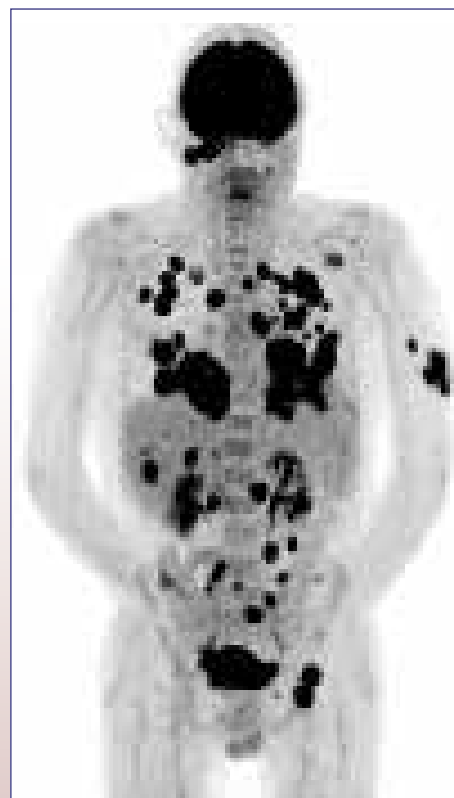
Example of a ^{18}F -FDG PET scan of a patient with invasive aspergillus infection.
